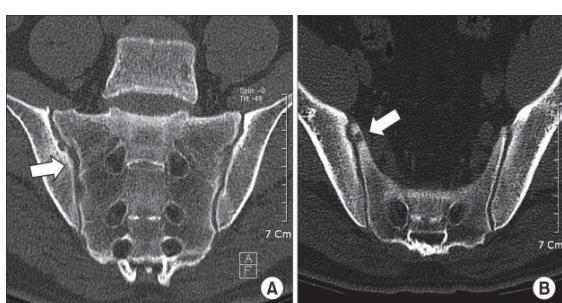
CT posnetek kolkov
